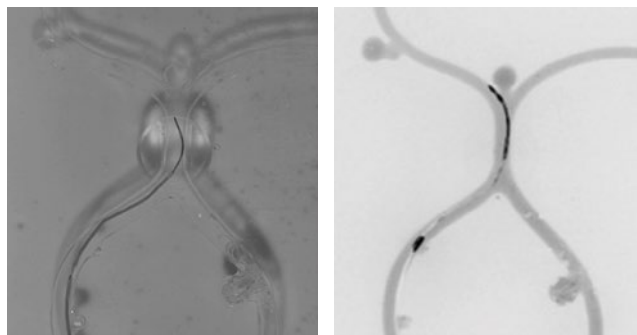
血管モデルの可視光による画像(左)と非被ばく血管内治療シミュレータによるX線模擬画像(右)
